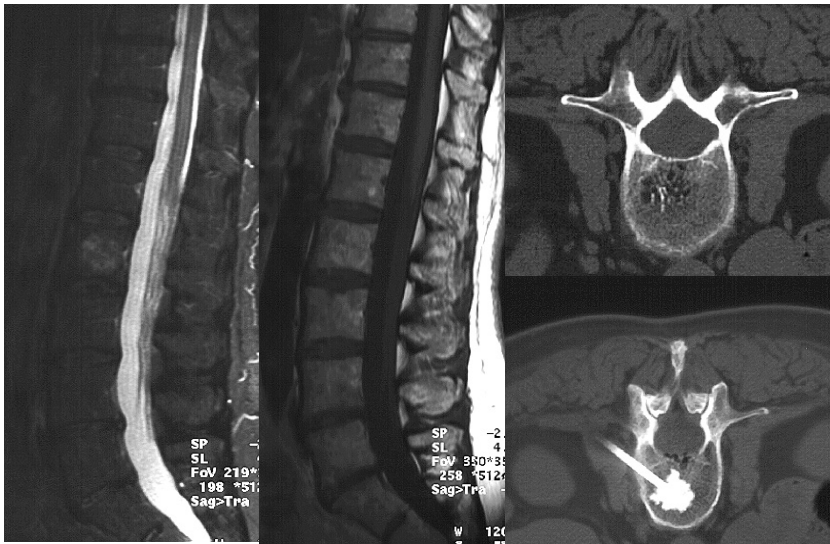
75-jährige Patientin mit ausgeprägter therapieresistenter Lumbago bei Hämangiomwirbel LWK2. Kernspintomographische Darstellung des Hämangioms (Pfeile) in fett-supprimierter T2 (links) und T1 (Mitte). Typische Wirbelkörperveränderung im CT (rechts oben) und Zustand nach Zementeinbringung über einen dorsolateralen Zugang mit direkter Punktion des Hämangioms. Die Patientin war nach der Behandlung schmerzfrei
